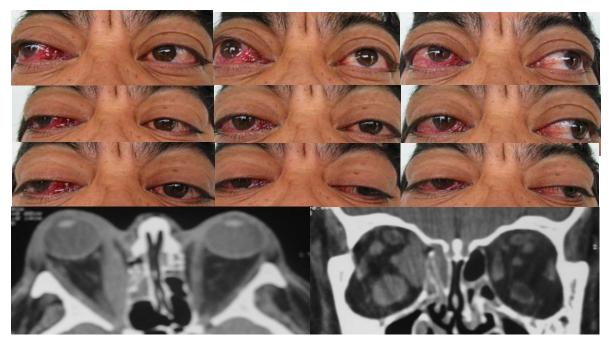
XT de pequeña magnitud a la mirada al frente con incomitancia por HT del ojo derecho en ADD con limitación moderada de la mirada hacia adentro de ambos ojos y limitación moderada a la mirada hacia arriba del ojo izquierdo. TC de orbitas: corte axial importante engrosamiento del recto medial del ojo derecho y corte coronal engrosamiento de todos los MEO, principalmente de lado derecho.
